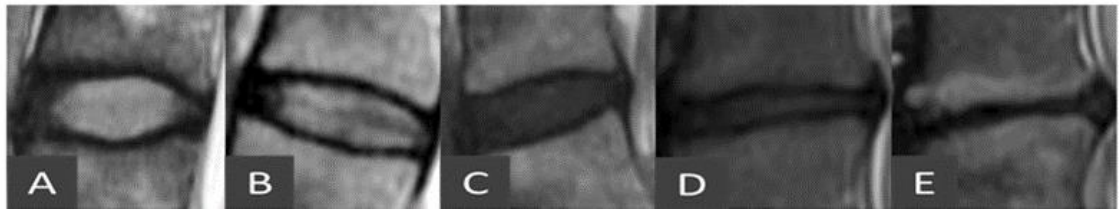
Sistema de clasificación de Pfirrmann para la EDD en imágenes sagitales potenciadas en T2 en RM. (A) Grado I, disco brillante y homogéneo con clara distinción entre NP y AF. Altura normal del DIV. (B) Grado II, disco no homogéneo con banda oscura horizontal. NP y AF están claramente diferenciados. Altura del disco conservada. (C) Grado III, disco oscuro con una distinción poco clara entre el NP y el AF. La altura del disco suele ser normal. (D) Grado IV, disco oscuro y heterogéneo con disminución de la altura del disco. (E) Grado V, disco oscuro y colapsado sin distinción entre el NP y el anillo AF. Modificado de Abdalkader y cols. BMC Musculoskeletal Disorders 2020 (51).
